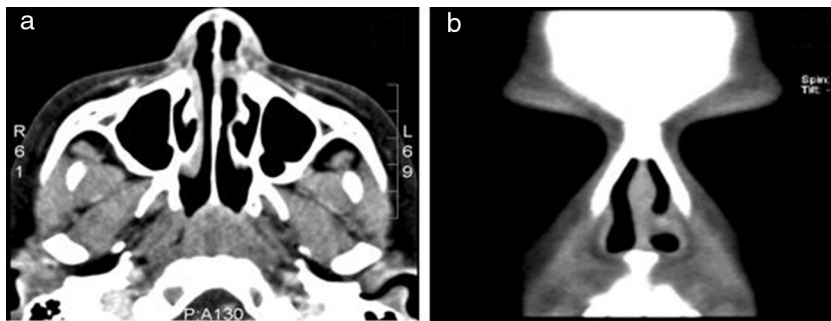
Tomografía computarizada de nariz y cavidades paranasales con contraste, cortes axial (a) y coronal (b), en los cuales se observa una lesión tumoral que contacta tabique nasal y cornete inferior izquierdo con escasa captación de medio de contraste.
